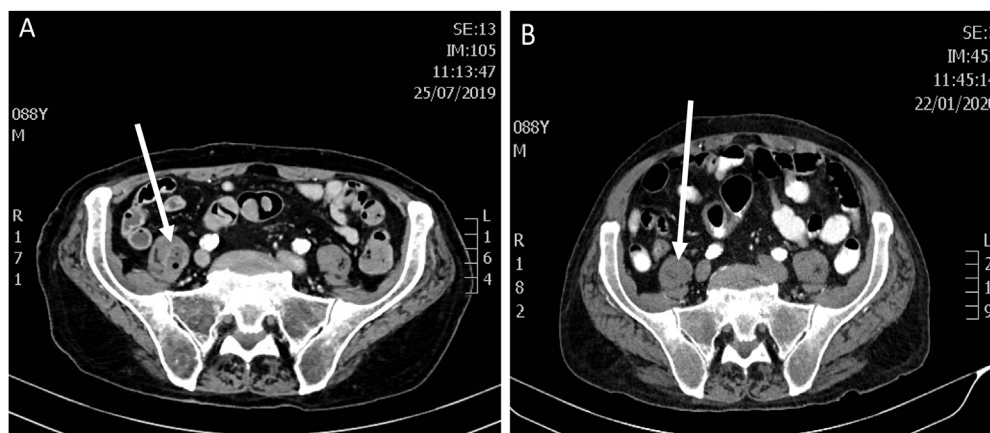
A) TC abdominal durante el ingreso. La flecha señala el absceso de mayor tamaño, en psoas derecho, observándose una colección con burbujas de gas y realce periférico. B) TC abdominal a los seis meses. La flecha señala la resolución del absceso, sin signos de aire o paredes hipercaptantes, con una morfología simétrica en ambos psoas.
